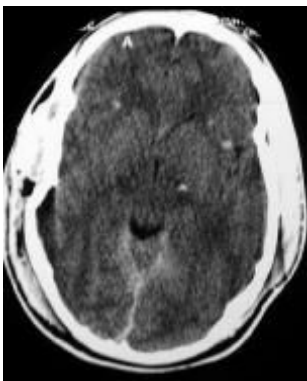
Diffuser axonaler Schaden; CT des Kopfes, nativ
